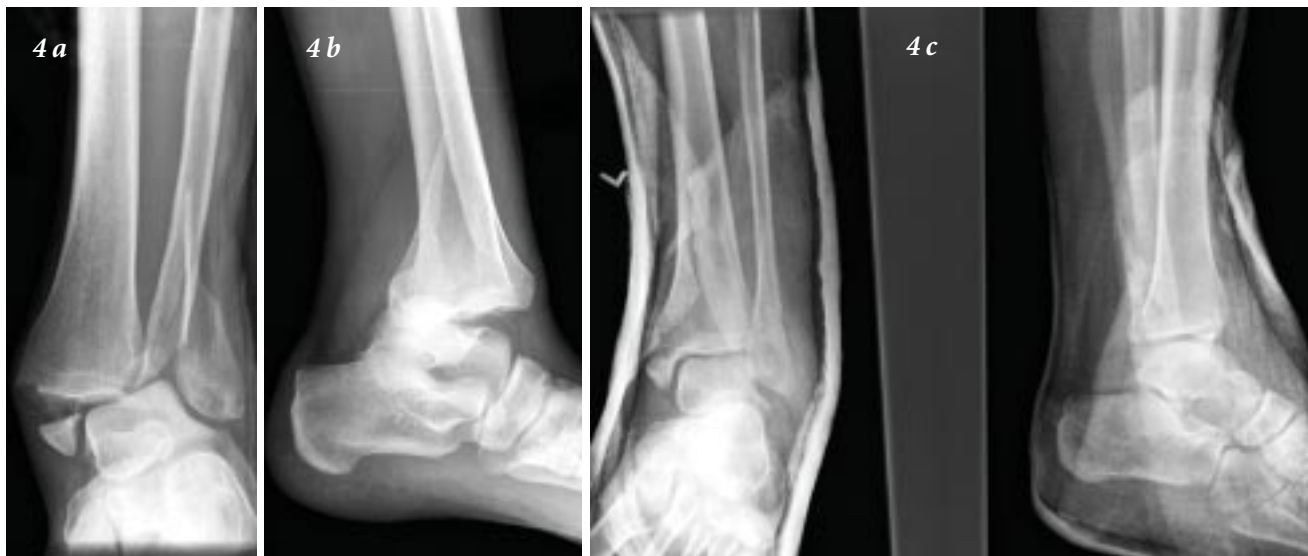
Deux radiographies d'une fracture-luxation de la cheville (a et b) et radiographie prise après la réduction (c).
